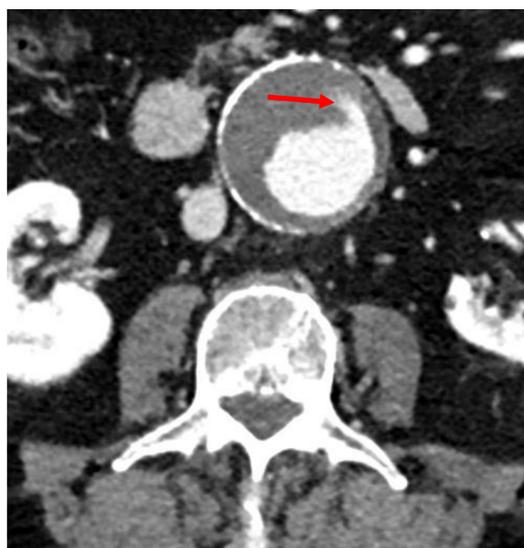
(TC abd cte) Aneurisma con trombo mural hiperdenso respecto al músculo psoas.
